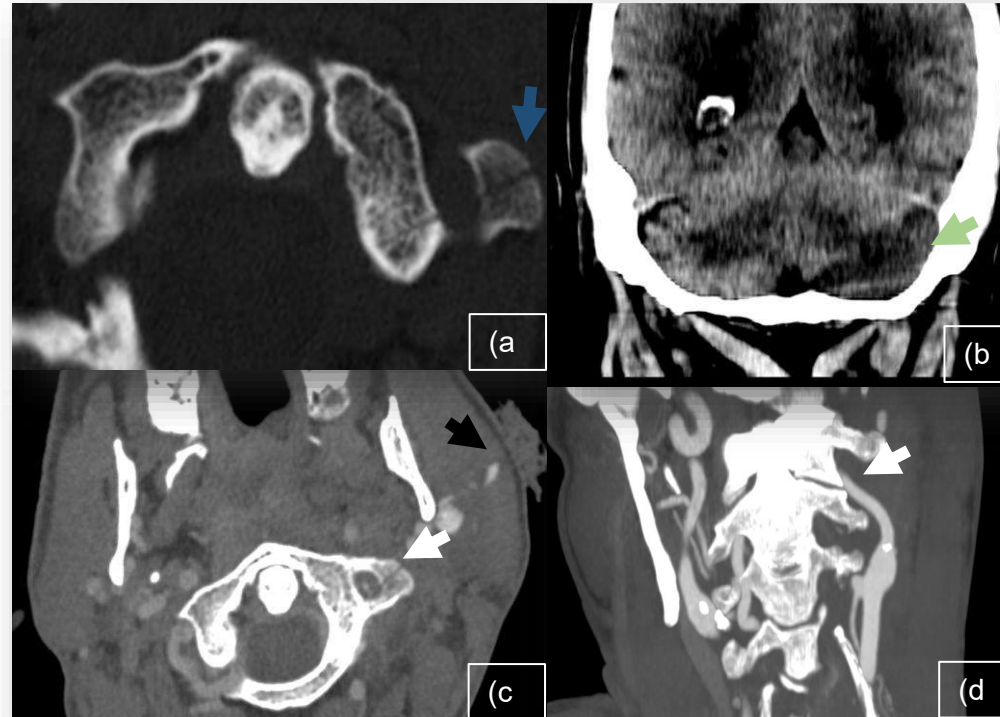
Reconstrucción axial en ventana ósea de articulación C1-C2 (en detalle, a). Reconstrucción de TC basal coronal en ventana de parénquima (b). Angio-TC de TSA en ventana de partes blandas con detalle axial de articulación C1 -C2 (c) y coronal cervical general (d).
